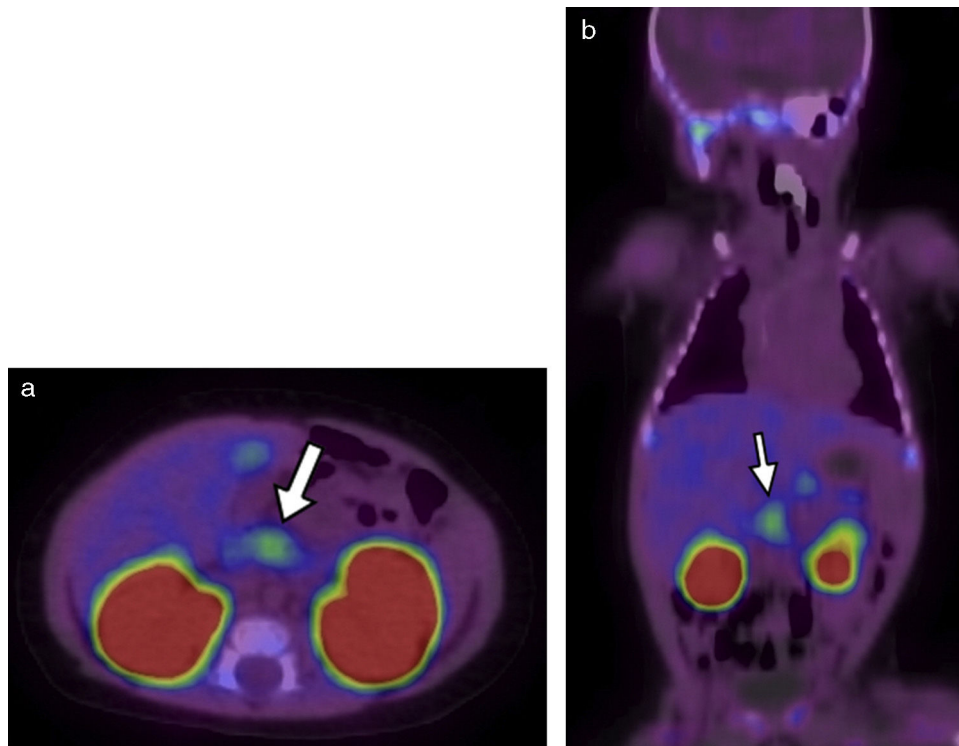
18F-DOPA PET/TC en (a) plano axial al mismo nivel que la Figura 1 y (b) en plano coronal evidencia una imagen focal de alta avidéz por el radiotrazador (flechas blancas). También se destacan sitios de captación fisiológica de 18F-DOPA, como la vesícula biliar y los riñones.
